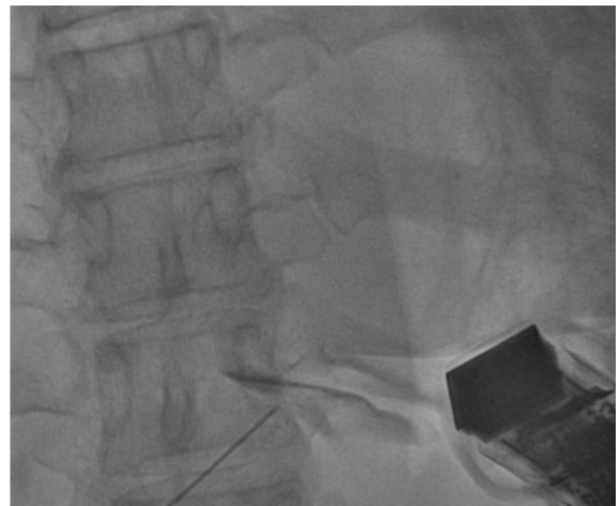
Punción pericárdica guiada por ultrasonido.
